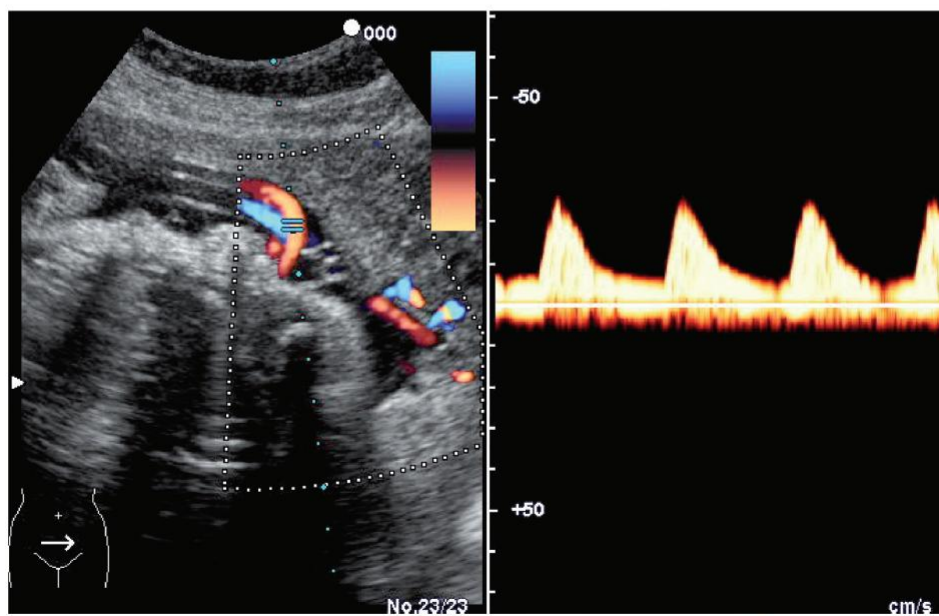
Flussimetria Doppler dell'arteria ombelicale con aumento delle resistenze al flusso, si osserva riduzione della velocità diastolica, indice di alterazione placentare.
